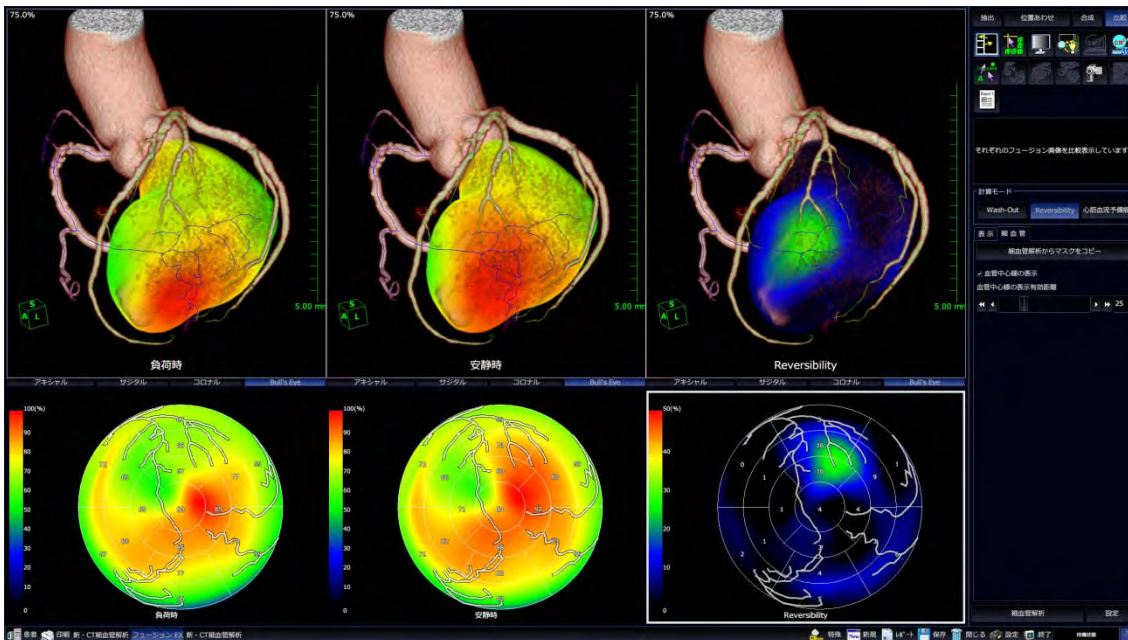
FusionEX。CTによる冠動脈情報とSPECTによる機能情報を融合させる。
